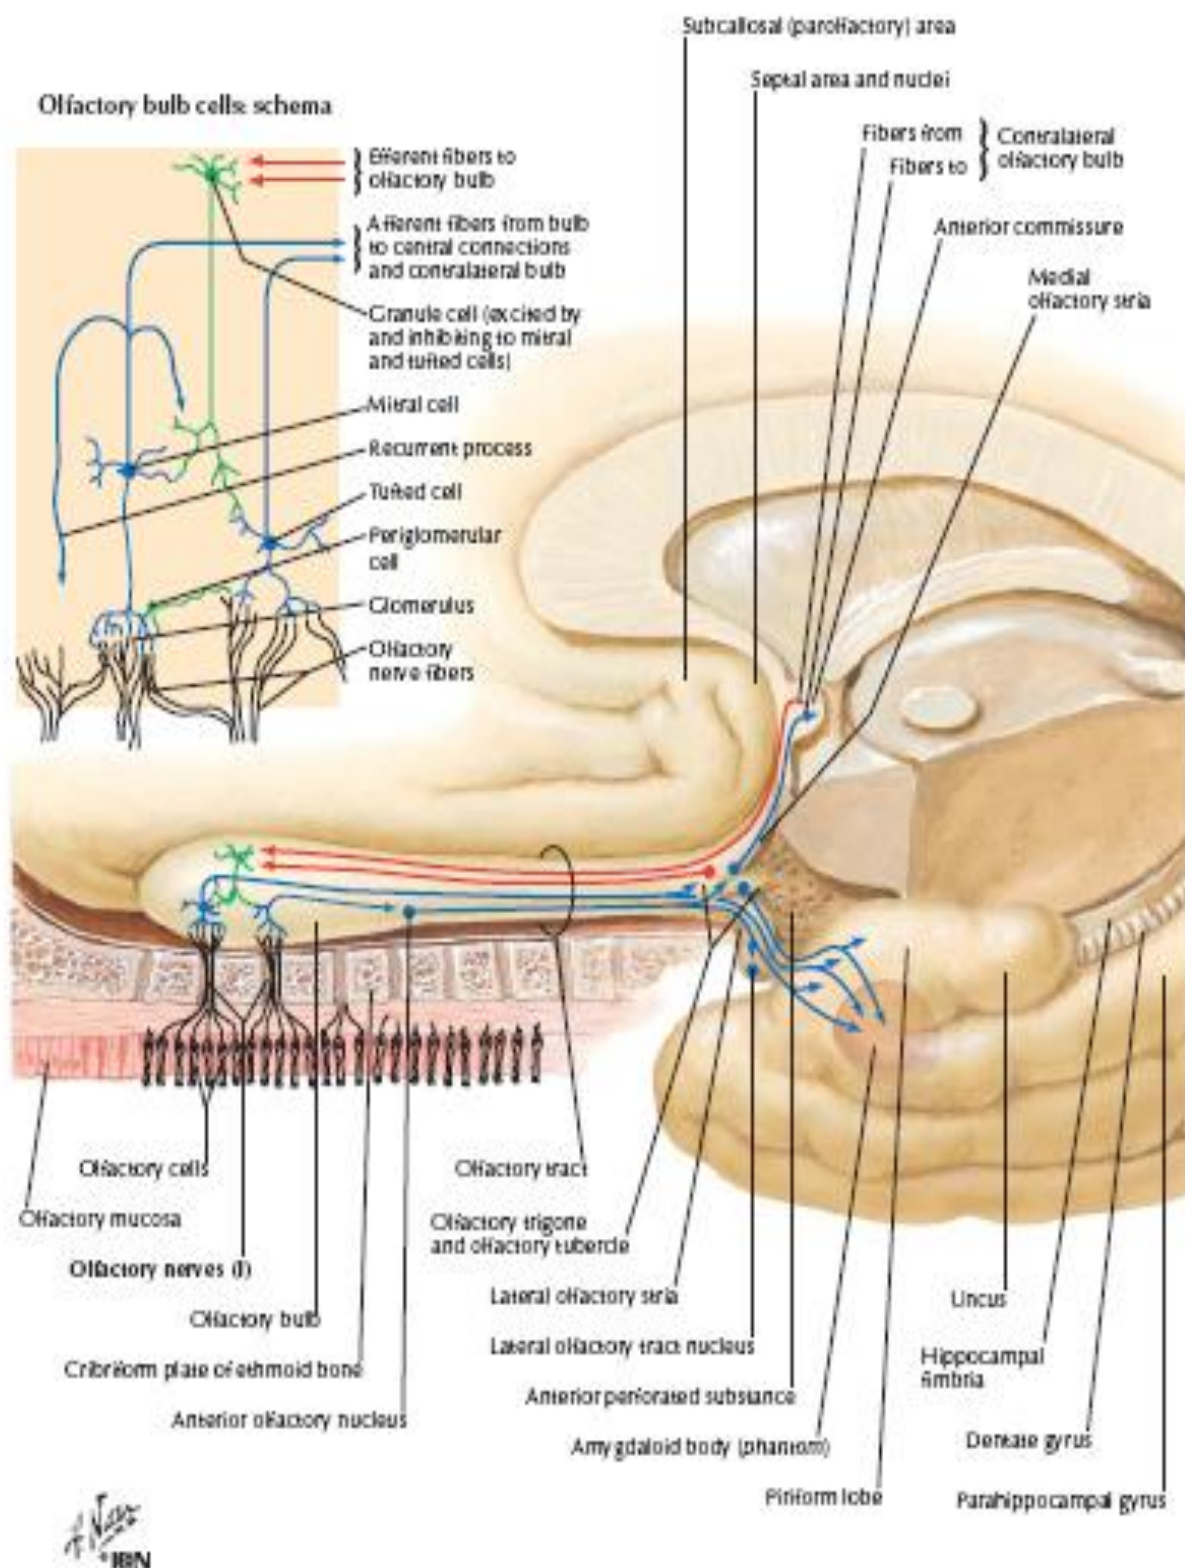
№14 Хидлов нервнинг анатомик тузилиш.
